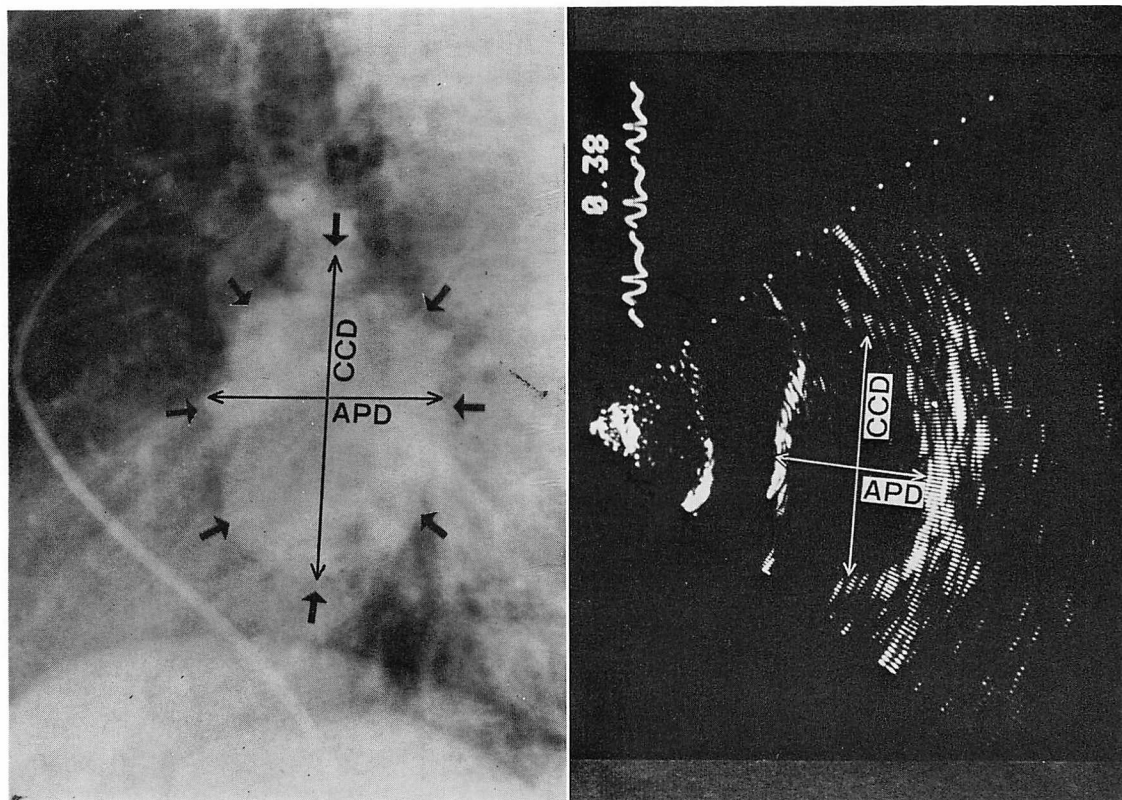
Comparison of the left lateral view of left atrial angiogram (left) and the cross-section of the left atrium in the left ventricular long-axis view of the two-dimensional echocardiogram (right) (patient No. 16).
